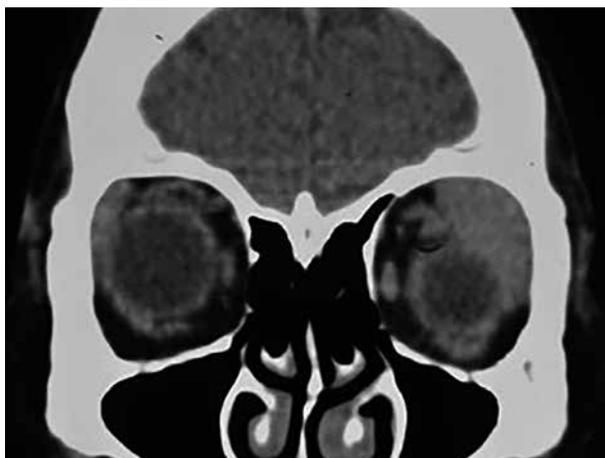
TC coronal. Imagen isodensa en órbita súpero-lateral, bien definida, homogénea, que desplaza el globo ocular hacia abajo sin invadirlo.
